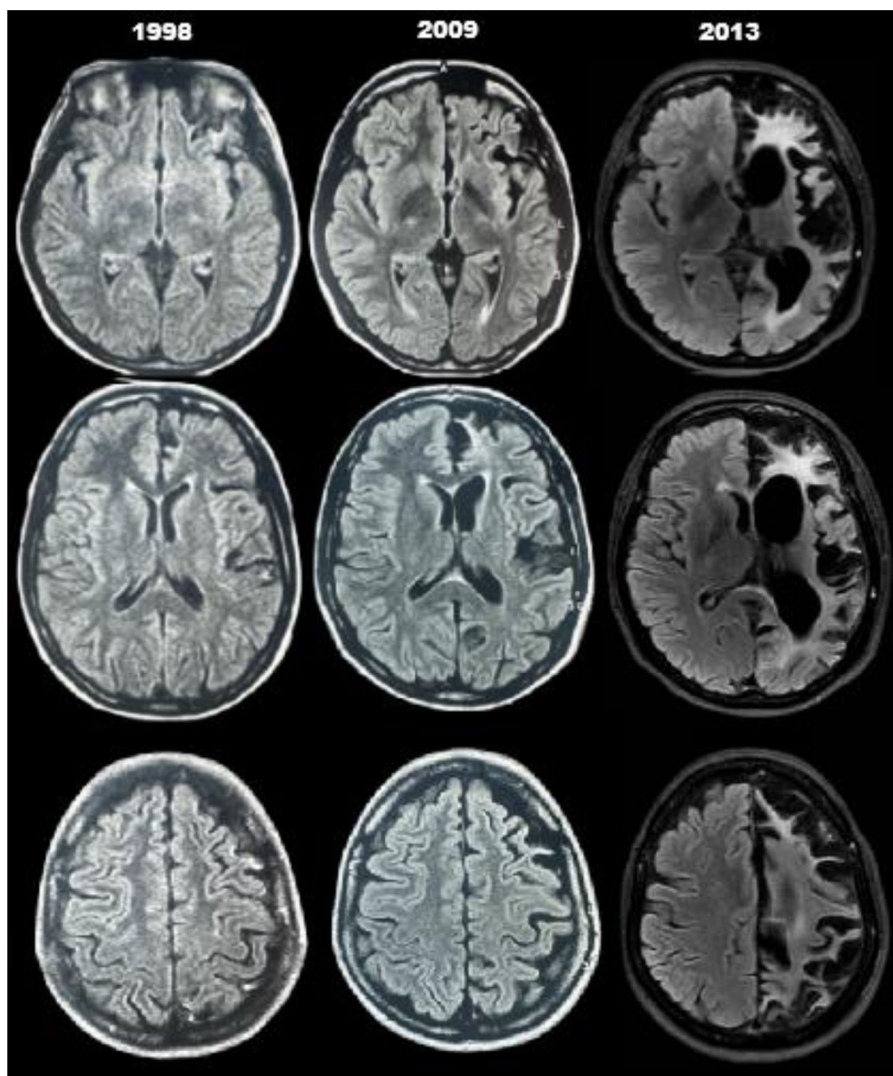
RM de cerebro sin contraste de los años 1998, 2009 y 2013 donde se observa la progresión de la atrofia unihemisférica.
